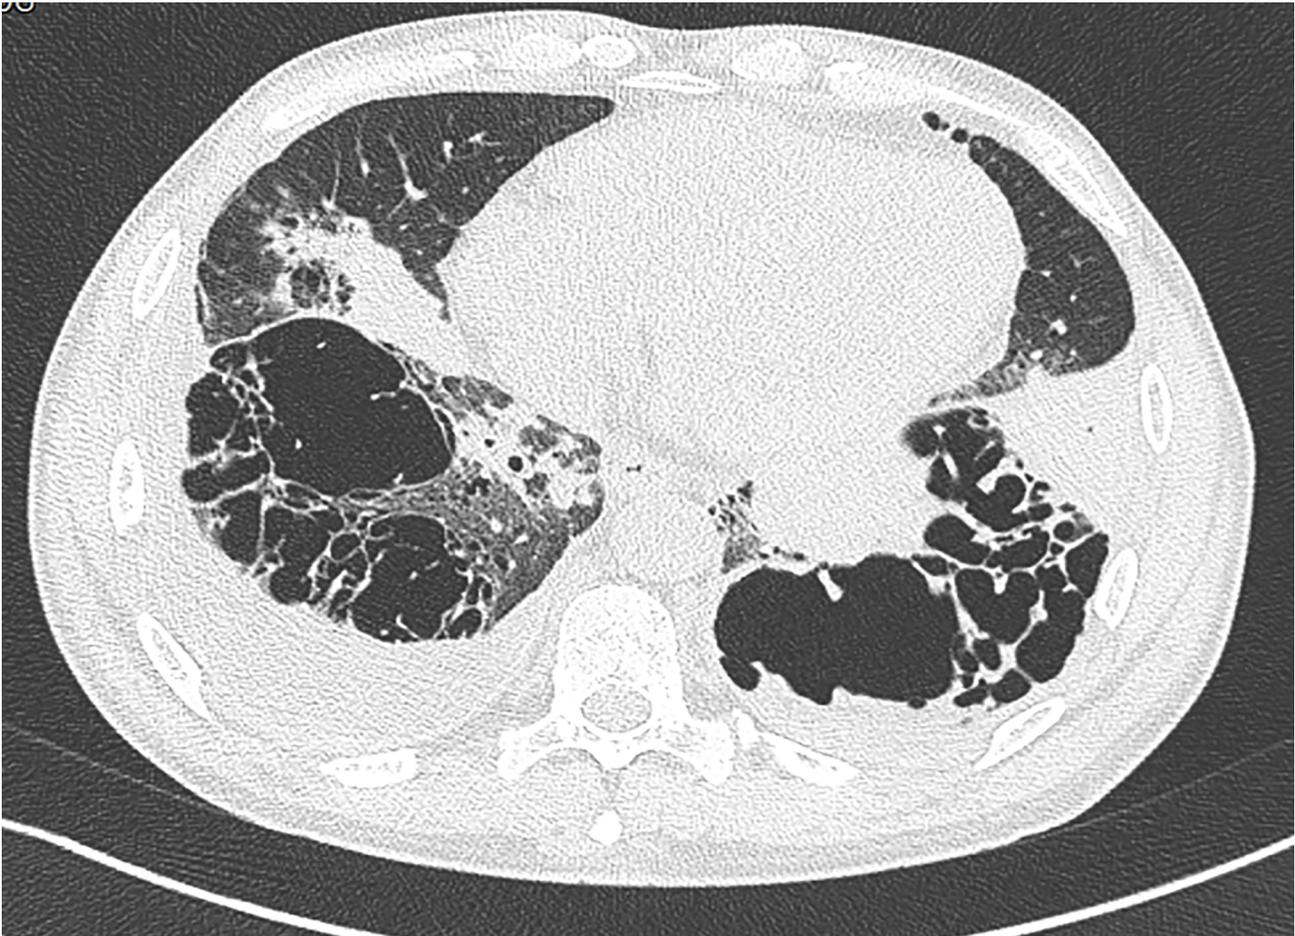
Tomografia computadorizada (TC) de tórax mostrando cavidades pulmonares com destruição do parênquima pulmonar nos lobos inferiores de ambos os lados e derrame pleural à direita.
